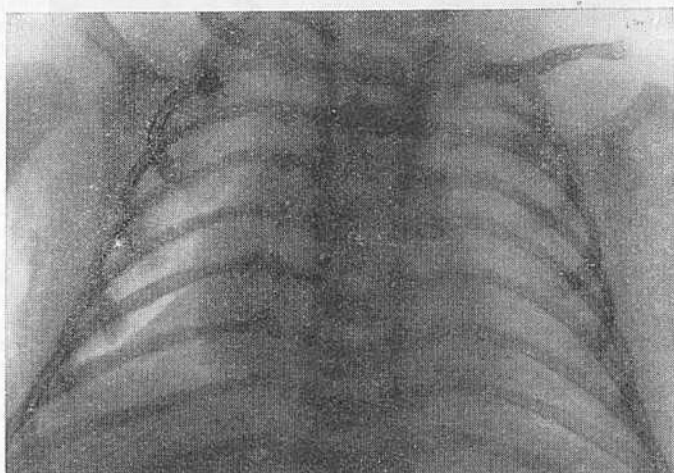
Рентгенограмма грудной клетки в передней проекции новорожденного ребенка 7 суток.
